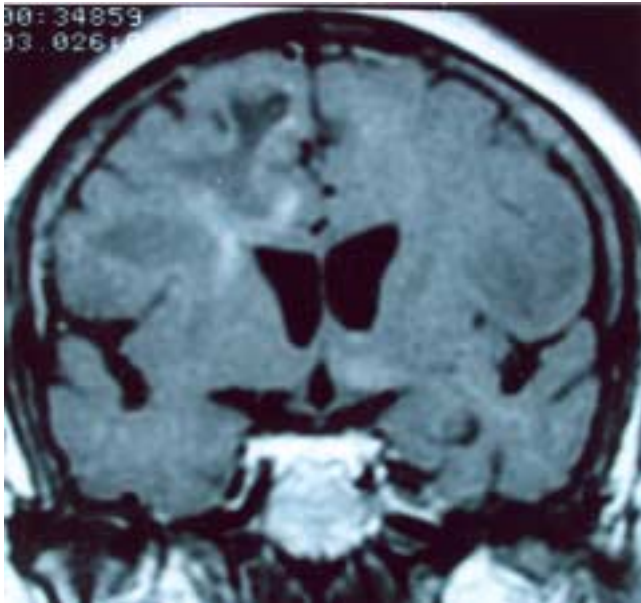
Corte coronal de RM que muestra datos sugestivos de leucoencefalopatía. Se aprecia imagen heterogénea confinada a la sustancia blanca subcortical frontal derecha.
